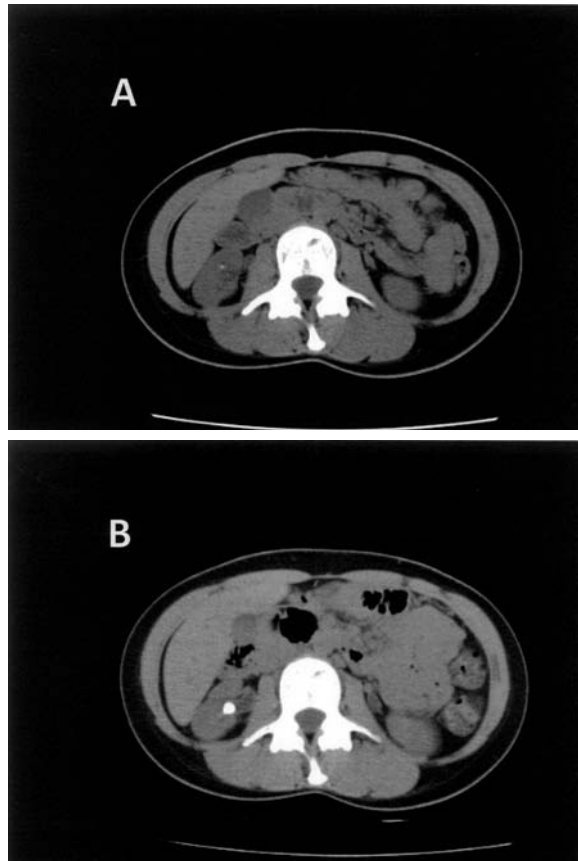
Abdominal CT showed the lower pole of the right kidney of 2002 (A) and 2014 (B).
